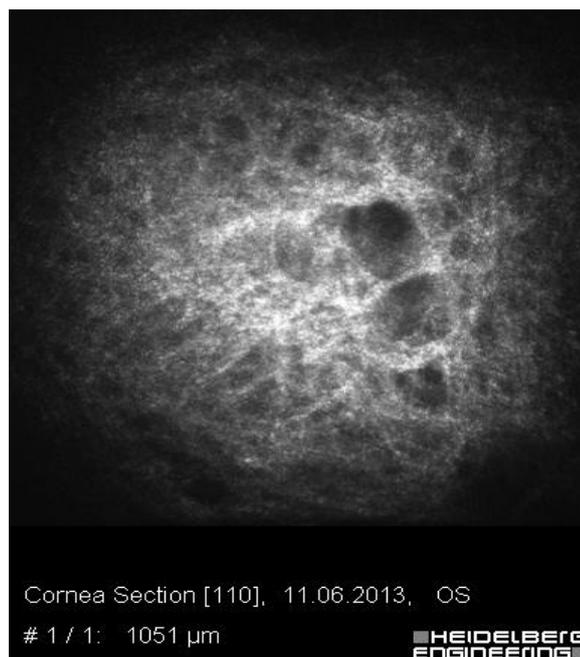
Пациент Б., 20 л., конфокальная томография ФП через 7 месяцев после проведения антиглаукоматозной операции. Наличие кист в эпителии конъюнктивы свидетельствует о фильтрации
